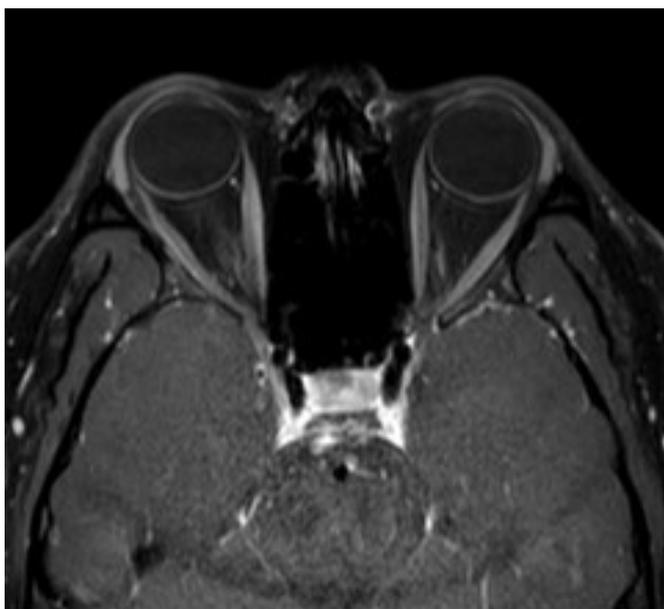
Resonancia magnética nuclear de órbitas en secuencia de T1 en corte axial a los 8 meses de seguimiento.
